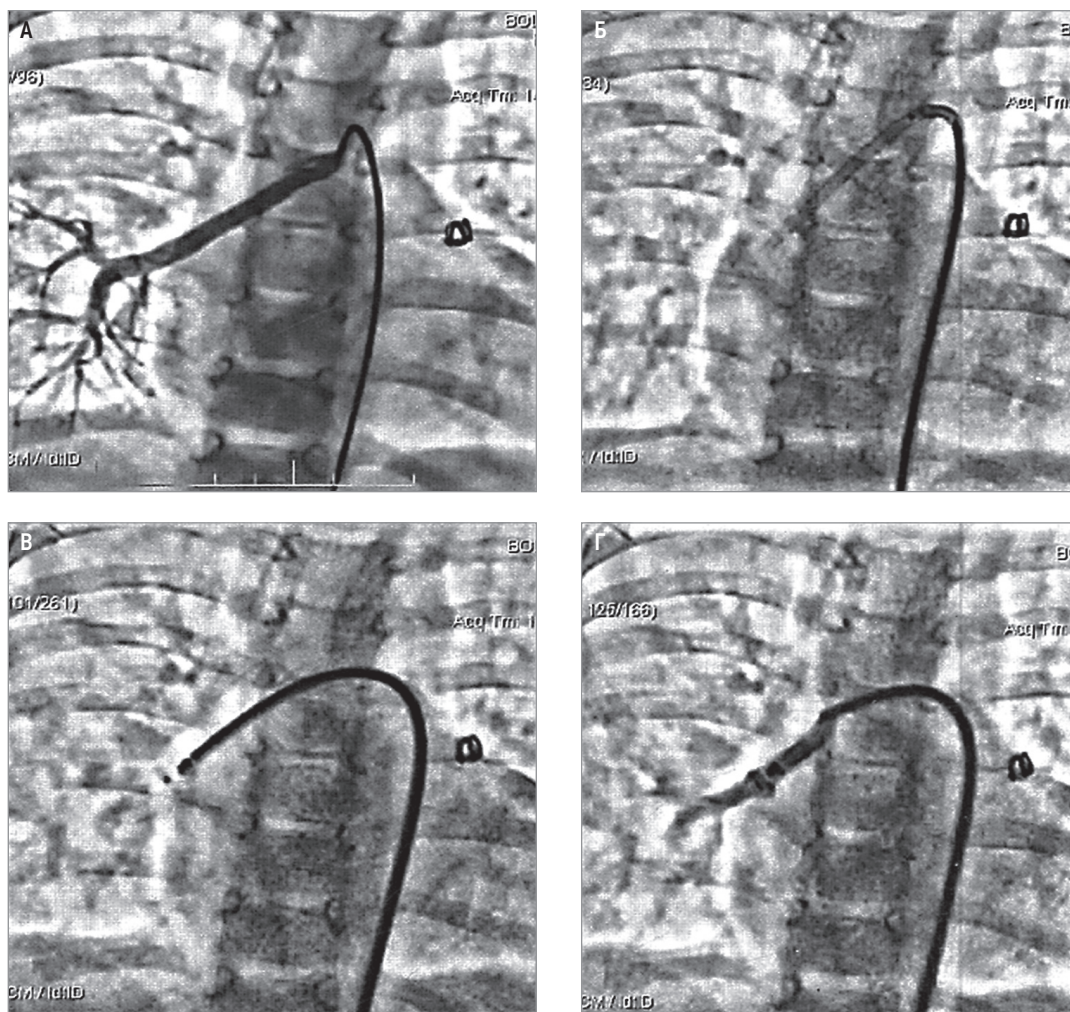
Этапы имплантации *Amplatzer Duct Occluder* для закрытия БАЛКА у пациента с атрезией легочной артерии и дефектом межжелудочковой перегородки: А – контрастированная БАЛКА с выраженным сбросом в нижнедолевую ветвь легочной артерии; Б – установка доставляющего устройства в просвет коллатерали; В – доставка окклюдера к месту анастомозов с ветвями легочной артерии; Г – коллатераль окклюзирована, сброс крови прекращен (по «Рентгеноэндоваскулярная хирургия. Национальное руководство», 2017 [12])
